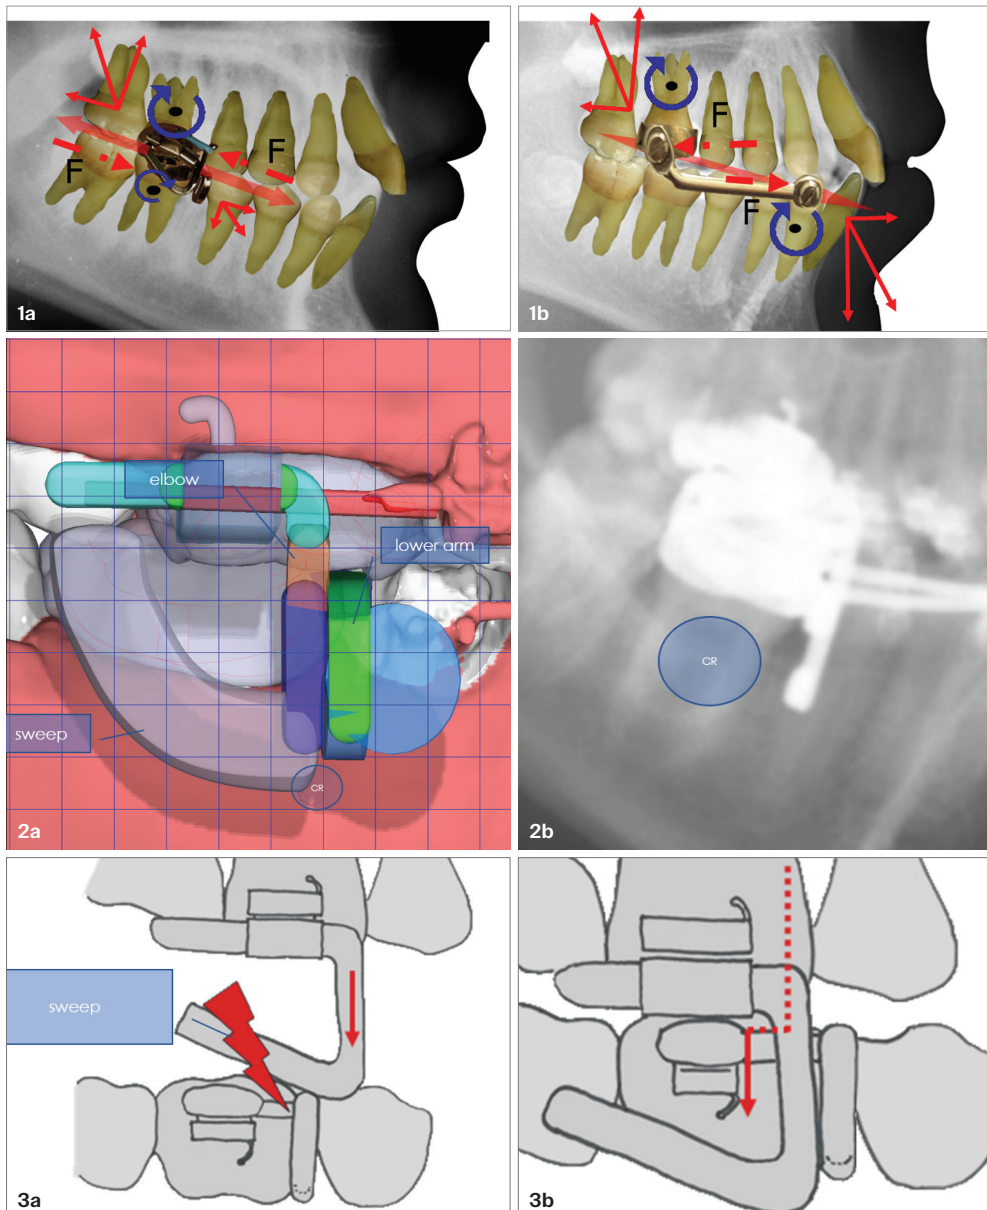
Biomechanik des M.A.R.A. und der Herbst-Apparatur im Vergleich. Abb. 2a und b: Die wichtigsten Funktionsmerkmale des M.A.R.A. und die Lage des Lower Arms zum Widerstandszentrum. Das M.A.R.A. plus® als virtuelle Konstruktion im Modul OrthoApps von OnyxCeph™. Der Lower Arm endet in Höhe des Widerstandszentrums (CR). Im Röntgenausschnitt vom OPG sieht man die Lage des Lower Arms zum CR. Abb. 3a und b: Wirkweise des M.A.R.A. – der Patient möchte unmittelbar nach Eingliederung des M.A.R.A. in seine distale Bisslage schließen. Durch die Kollision wird ein Schutzreflex ausgelöst, der zur neuromuskulären Umprogrammierung (reflektorische Feedbackschleife) führt. Durch den Sweep kann der Patient nur nach anterior schließen.
